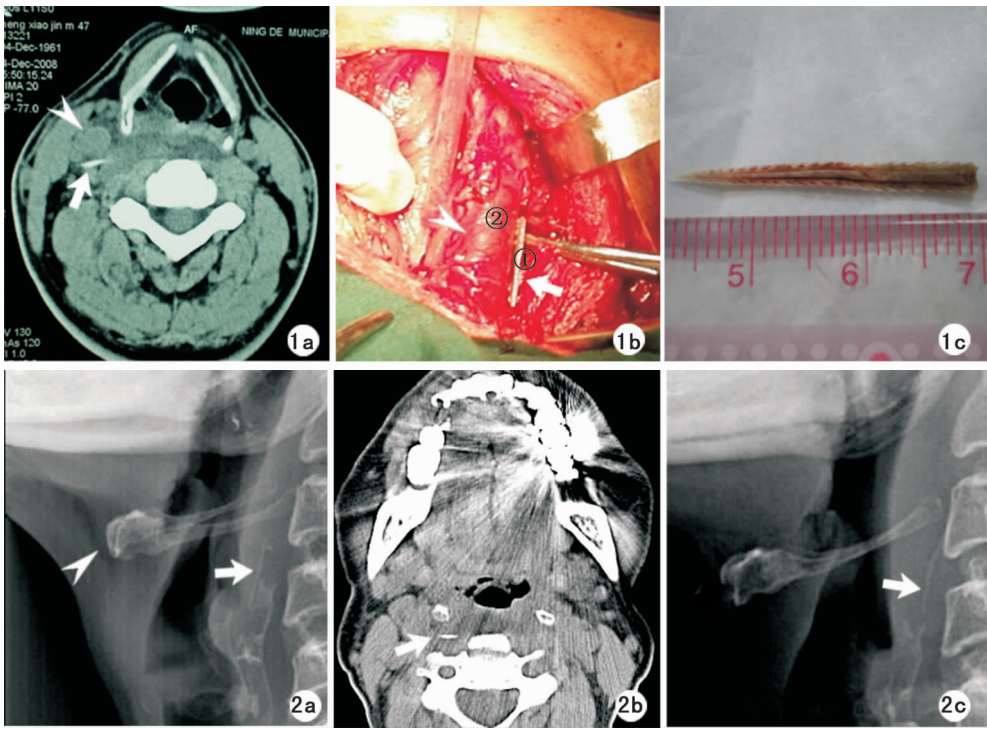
异物位于颈鞘内 a:术前 CT;b:术中所示①异物,②颈内静脉;c:取出异物为螃蟹脚
